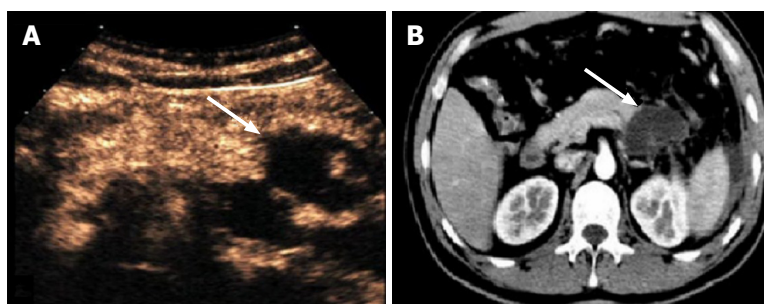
治疗前影像学检查. A: 治疗前, 超声造影显示胰腺尾部局部无血流灌注, 为坏死病灶(箭头所示), USSI = 5分, 判定为重症AP; B: 治疗前, 增强CT显示胰腺尾部局部无血流灌注, 为坏死病灶(箭头所示), CTSI = 5分, 判定为重症AP. USSI: 超声造影严重指数; CTSI: CT严重指数; AP: 急性胰腺炎.
